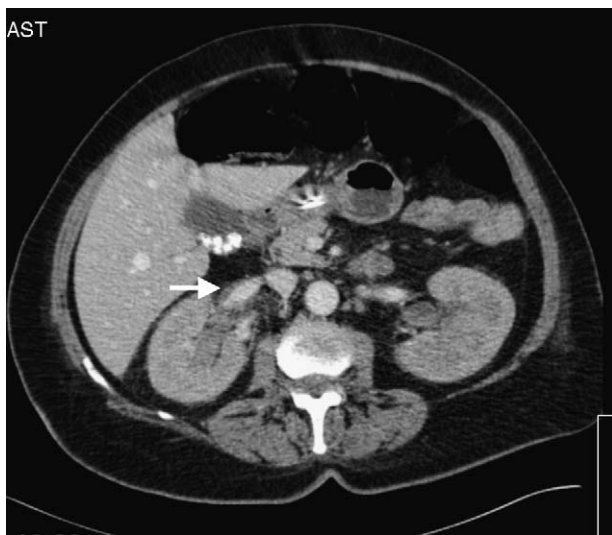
TC abdominal: masa hiperdensa en la zona pieloureteral compatible con coágulos recientes e hidronefrosis secundaria.
